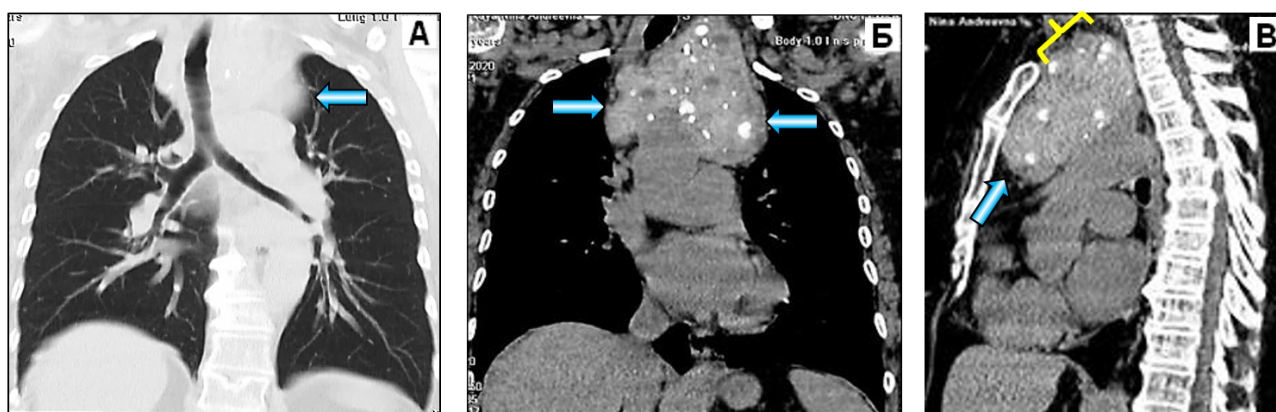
Узловой шейно-загрудинный зоб с очагами кальциноза. Различные реконструкции МСКТ (узловой зоб обозначен синими стрелками). А – МПР в коронарной проекции, лёгочное электронное окно. Б – МПР в коронарной проекции, мягкотканное электронное окно. В – МПР в левой боковой проекции, мягкотканное электронное окно.
